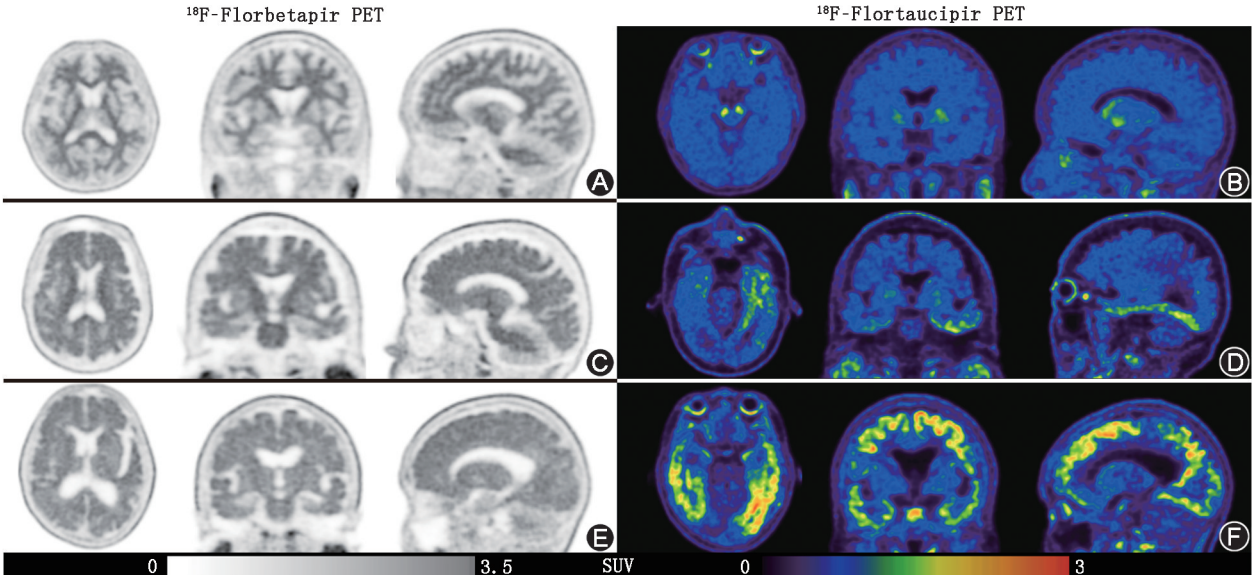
3 组受试者典型¹⁸F-Florbetapir 和¹⁸F-Flortaucipir PET 图像 A,B.认知正常对照(NC)者,女,61 岁,大脑皮质未见 2 种显像剂异常摄取;C,D.轻度认知障碍(MCI)患者,男,78 岁,大脑皮质见弥漫性¹⁸F-Florbetapir 轻度摄取,双侧颞叶可见¹⁸F-Flortaucipir 轻~中度摄取;E,F.阿尔茨海默病源性痴呆(ADD)患者,女,61 岁,大脑皮质见弥漫性¹⁸F-Florbetapir 和¹⁸F-Flortaucipir 摄取
